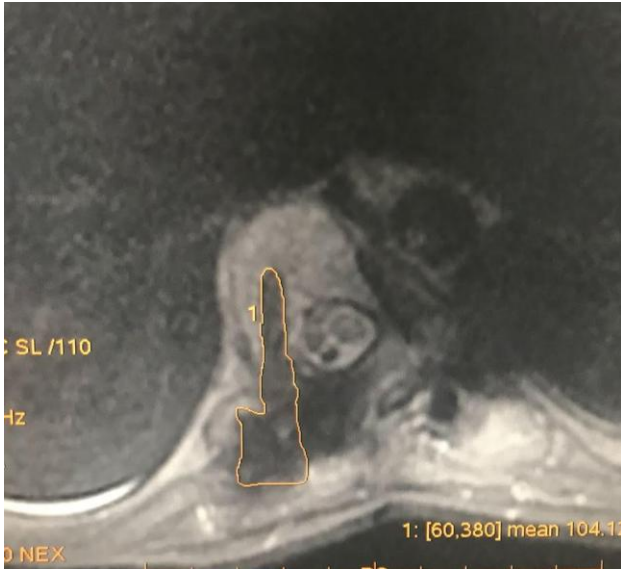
(izquierda) y 13 (derecha). Medida del borrón o artefacto metálico originado por los tornillos pediculares (mm^2). Imágenes de cortes axiales de raquis obtenidos mediante RM. Ambas imágenes corresponden al mismo tornillo. La imagen 12 utilizada la secuencia STIR MAVRIC SL, y el artefacto medido es de 387mm^2 . La imagen 13 utiliza la secuencia DP MAVRIC SL, y el artefacto medido es de 363mm^2 .
